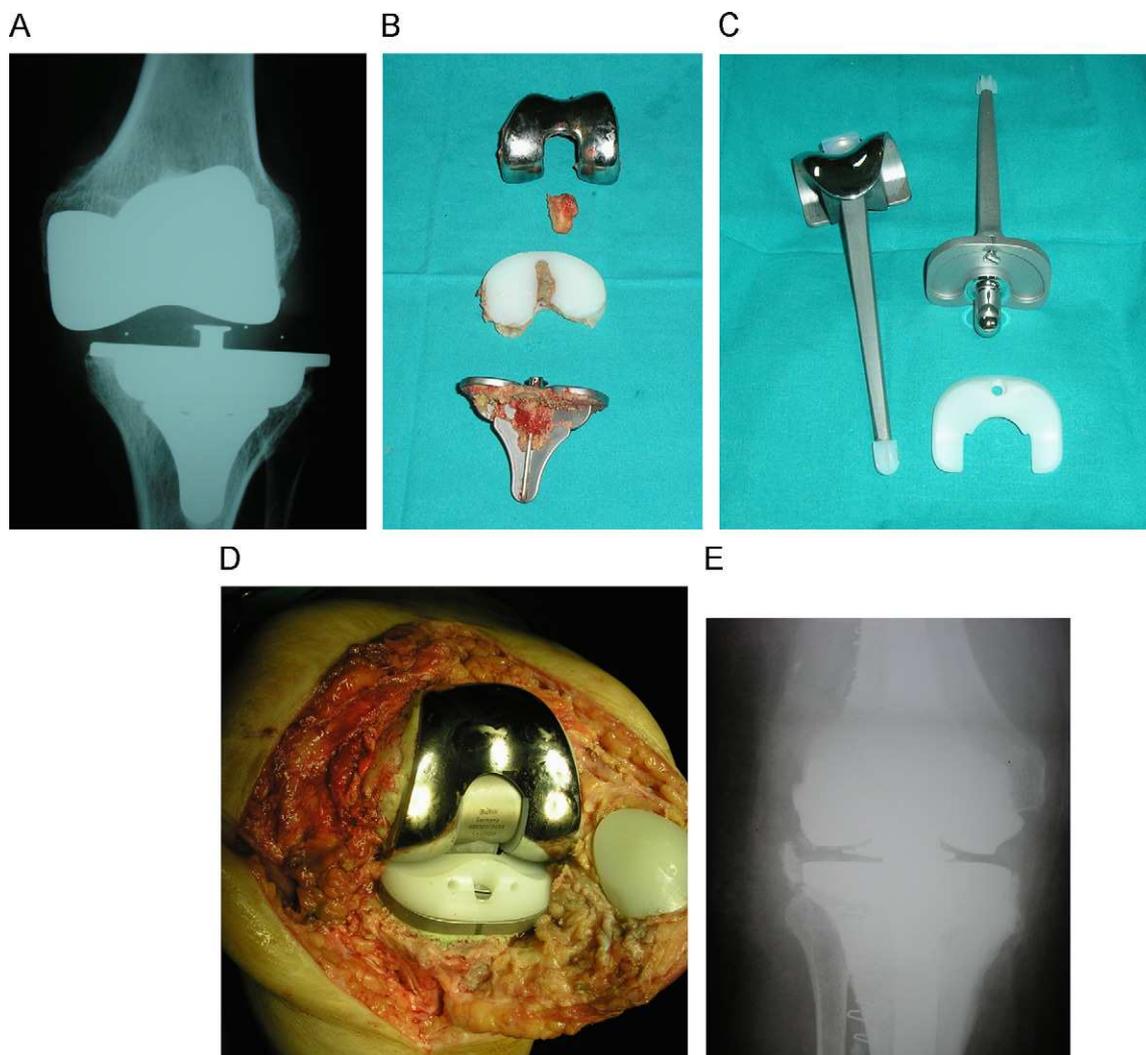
Prótesis de rodilla inestable que requirió artroplastia de revisión mediante una prótesis tipo bisagra rotacional. A: radiografía preoperatoria. B: imagen intraoperatoria de los componentes retirados. C: visión de los componentes de la prótesis en bisagra rotacional para implantar. D: vista intraoperatoria de la prótesis tipo bisagra rotacional ya implantada. E: proyección anteroposterior postoperatoria de la nueva prótesis (resultado satisfactorio).
